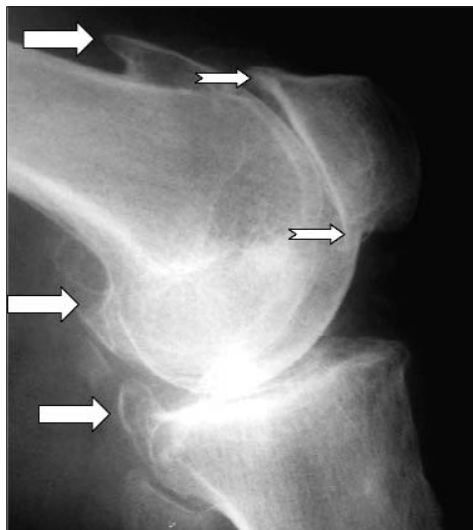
Рентгенограмма коленного сустава в боковой проекции. Крупные остеофиты на задних краях суставных поверхностей бедренной и большеберцовой костей, задних углах надколенника (стрелки)
